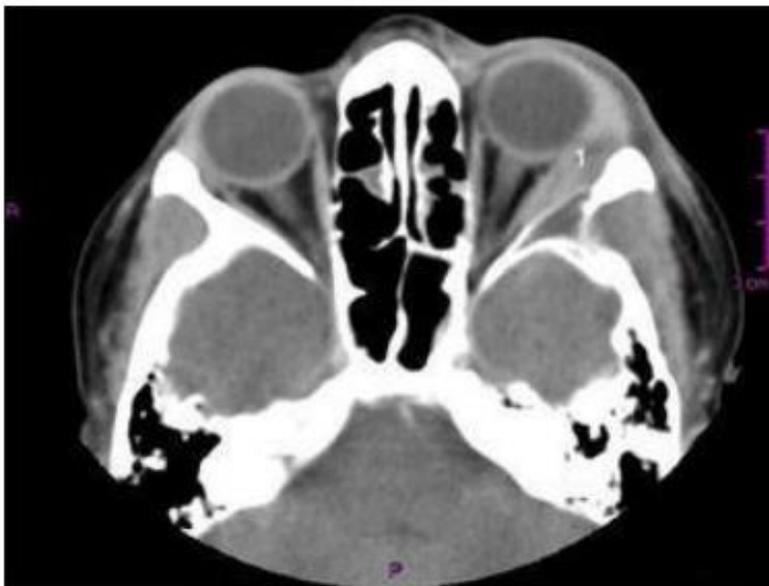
Tomografía Computarizada axial de cráneo con contraste. Reporta lesión de 3x1 cm, bien definida en cara superior de la órbita izquierda con realce de contraste, se evidencia destrucción ósea. (48)
